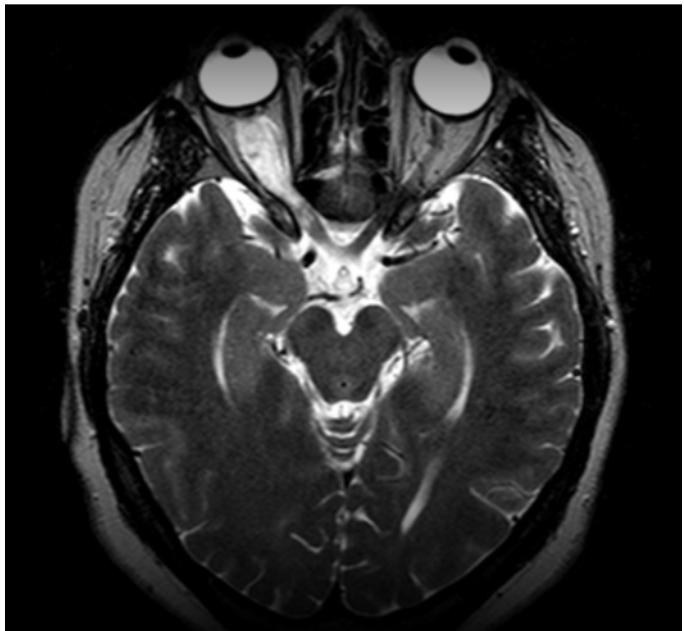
Resonancia magnética nuclear en secuencia T2 de un glioma del nervio óptico derecho, que muestra una hiperintensidad uniforme de la lesión (imagen cedida por cortesía de la Dra. Silvia Muñoz).
